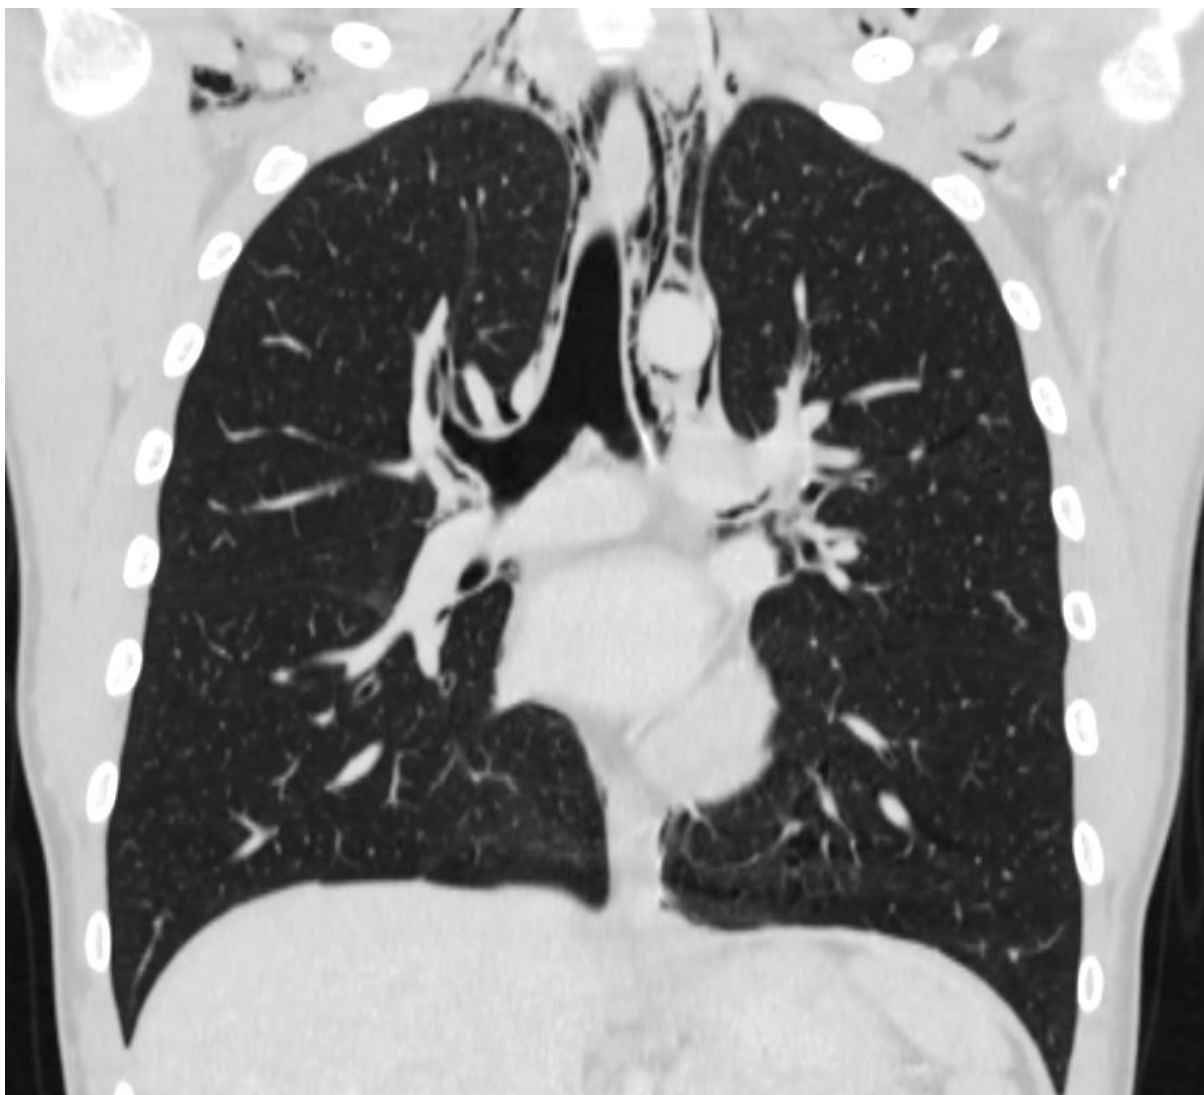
TC de tórax evidenciando pneumomediastino extenso em paciente com laceração esofágica por vômitos.
